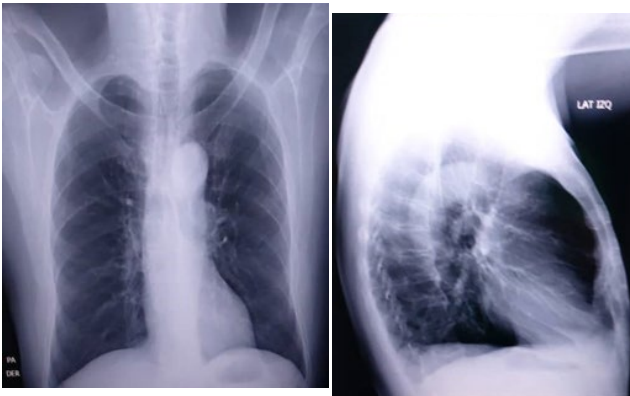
Radiografía de tórax AP y Lateral.
